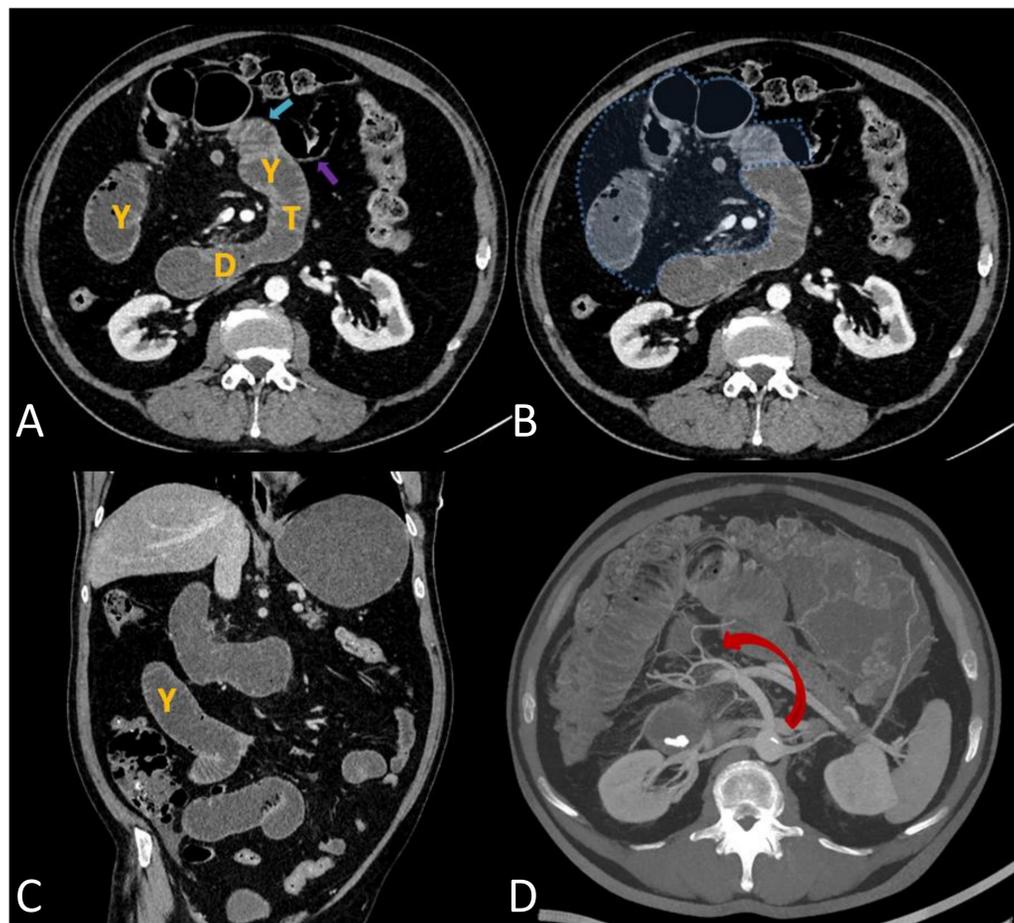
A,B) TAC abdominopélvica con contraste, C) Imagen coronal, D) Reconstrucción MIP. Dilatación de asas de intestino delgado con dos áreas de cambio de calibre cercanas entre sí (flechas azul y morada). Desplazamiento del Treitz (T) y de las asas de yeyuno (Y) al hemiabdomen derecho. Saco herniario (saco azul en B, localizado anterior e inferior a la porción horizontal del duodeno (D). Tracción de los vasos mesentéricos hacia el hemiabdomen derecho (flecha roja). En la intervención quirúrgica se confirmó una hernia paraduodenal derecha complicada con obstrucción en asa cerrada que contenía yeyuno y parte del íleon.
